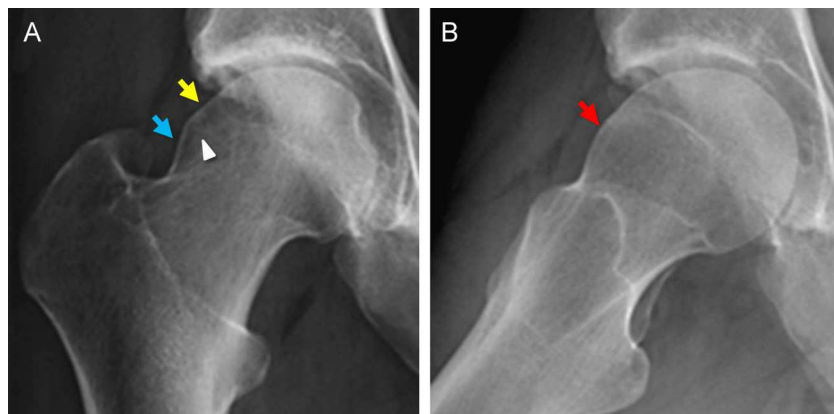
Síndrome de choque femoroacetabular tipo *cam*. Varón de 38 años con test de choque femoroacetabular positivo en la cadera derecha. A) La radiografía anteroposterior de la cadera derecha muestra una alteración de esfericidad epifisaria, con aplanamiento lateral (flecha amarilla), prolongación lateral de la cicatriz fisaria (cabeza de flecha) y prominencia cervical con pérdida del resalte superior cabeza-cuello (flecha azul). B) La radiografía axial muestra la característica prominencia del cuello femoral anterosuperior (flecha roja), con pérdida del resalte anterior. El lector puede ver esta figura en color en la versión electrónica del artículo.
